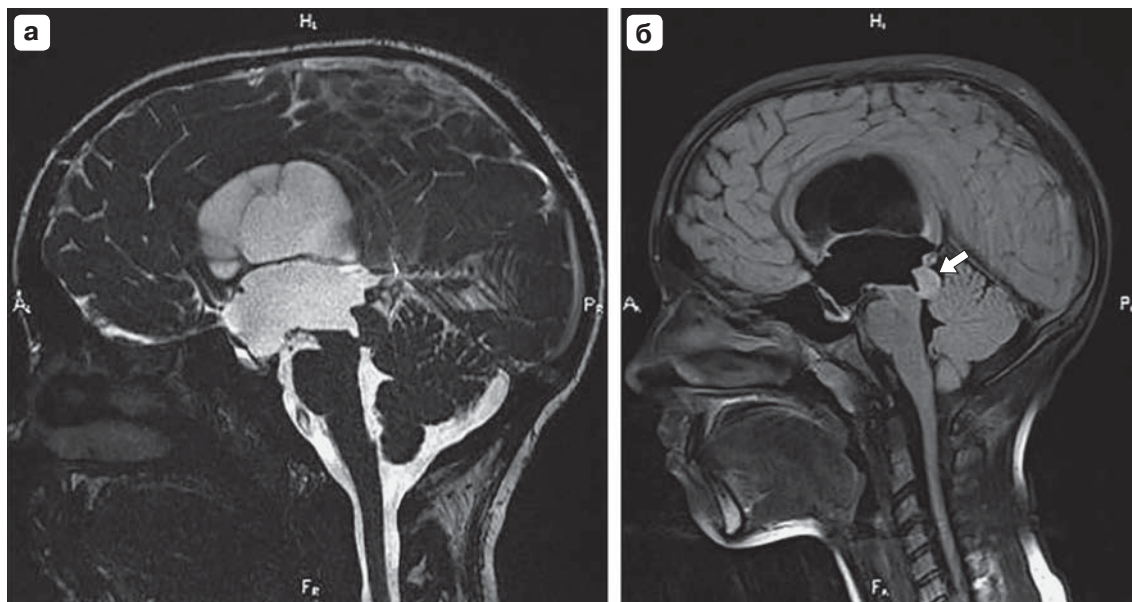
Пациент 11 лет. МРТ головного мозга в режимах FIESTA в сагиттальной проекции (а), FSPGR в сагиттальной проекции (б). Глиома четверохолмной пластинки с развитием стеноза водопровода мозга и гидроцефалией. Стрелкой указана деформированная и утолщенная четверохолмная пластинка, MP-сигнал от нее изменен.
